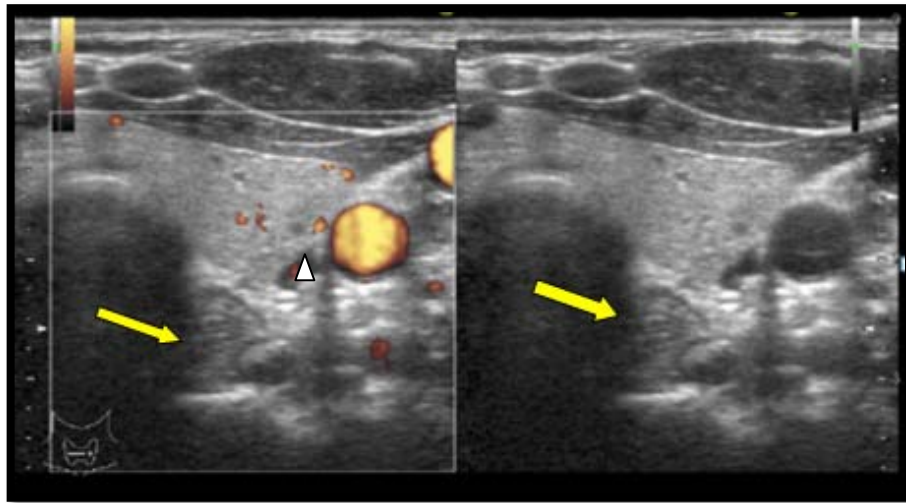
Image échographique du lobe gauche, en profondeur, en contact avec la trachée, on observe une structure triangulaire, l'œsophage(flèche). En situation externe par rapport au lobe thyroïdien on observe la carotide(tête de flèche). En haut on retrouve les muscles du cou dont le SCM(25)
